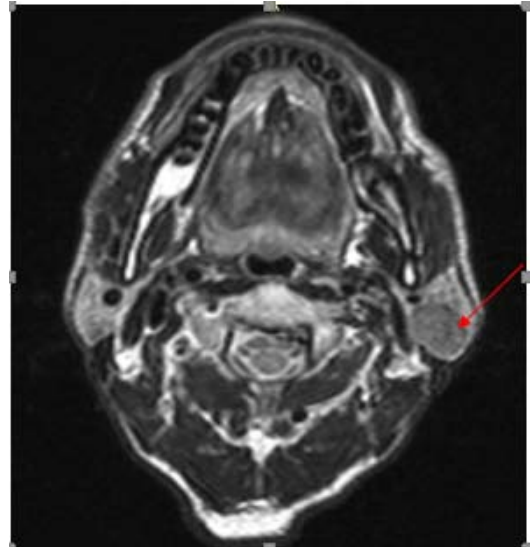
IRM parotidienne en coupe axiale en pondération T2, montrant un hyposignal hétérogène.
